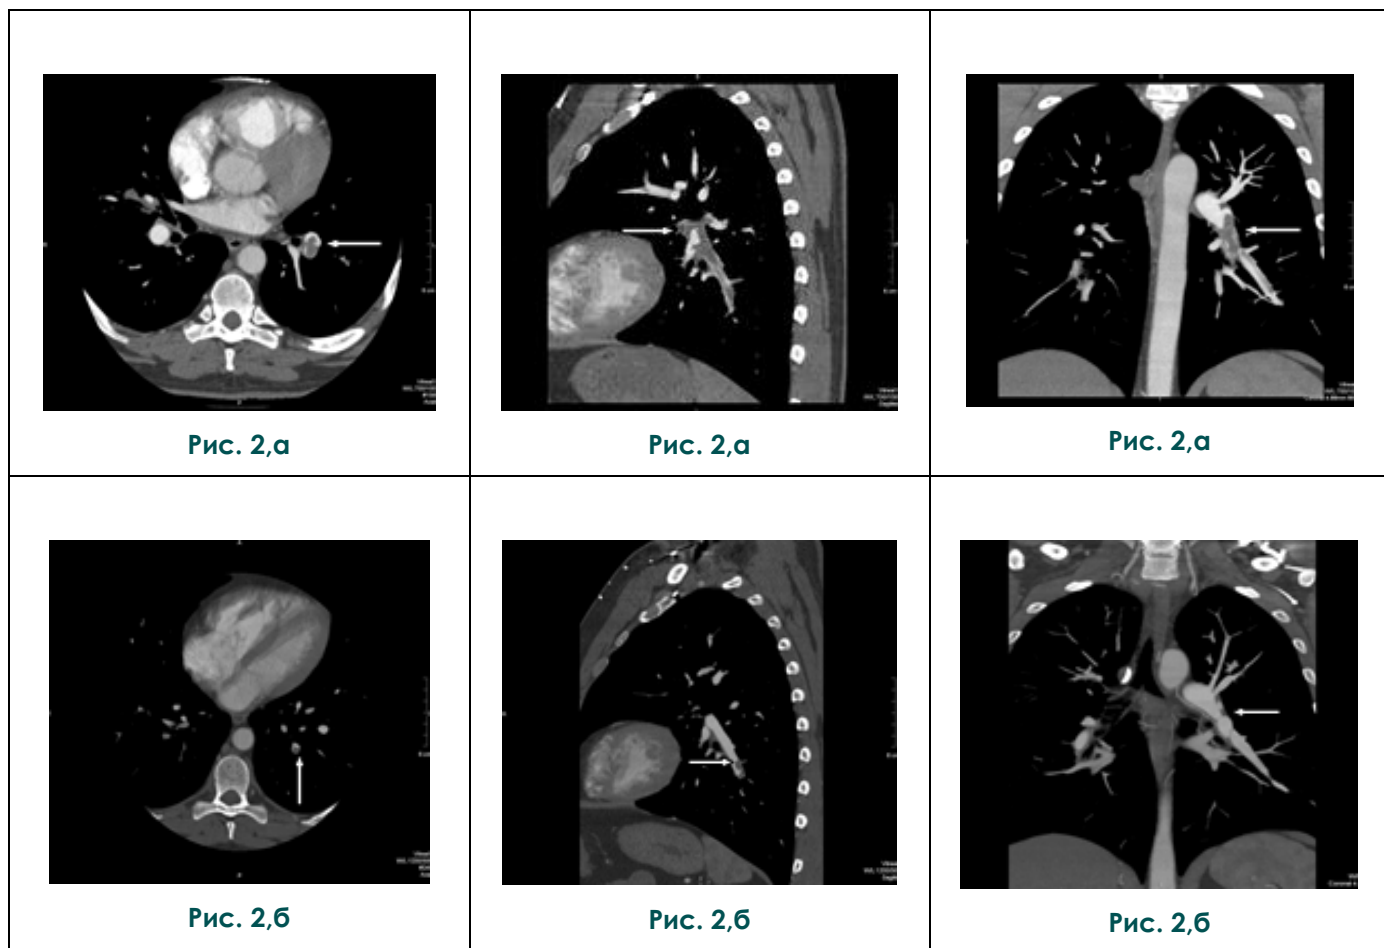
МСКТ-ангиопульмонография. Пациент Б.
